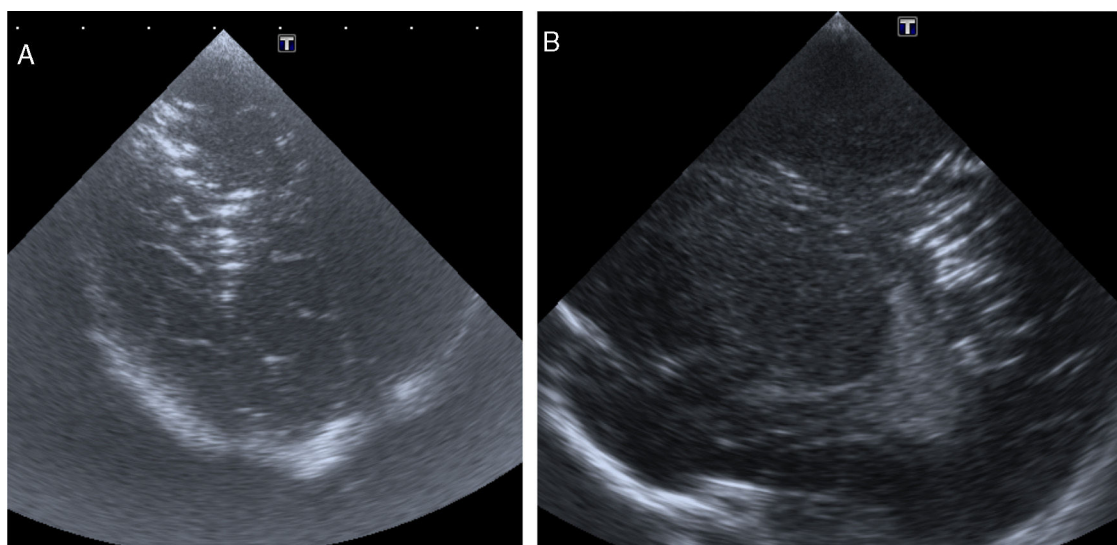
Cortes coronal oblicuo (A) y sagital derecho (B) de la ecografía mostrando imágenes lineales hiperecogénicas, en surcos, centro semioval y sustancia blanca profunda del hemisferio derecho. Imágenes compatibles con embolismo cerebral.
